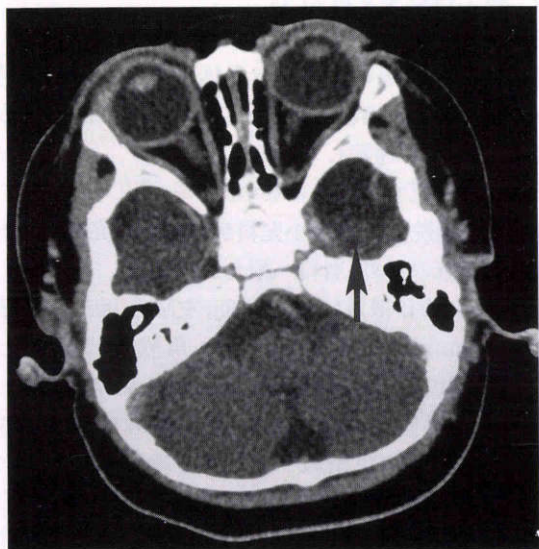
症例1：頭部コンピュータ断層撮影(CT)写真。
